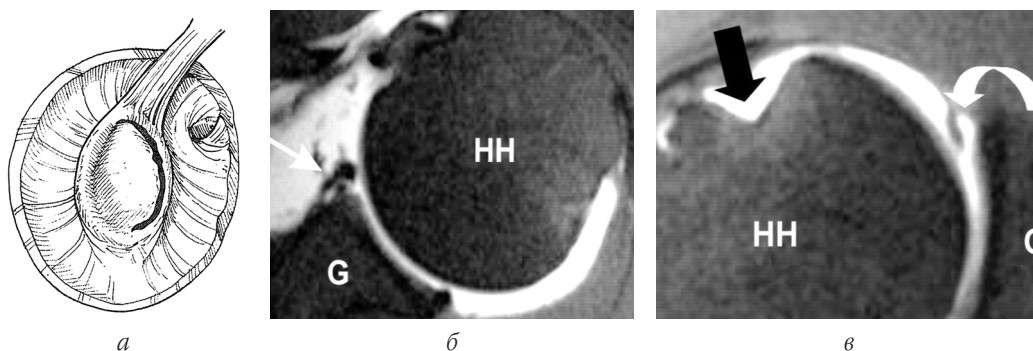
SLAP-пошкодження, *тип V*: *а* – сагітальний вигляд; *б* – МРТ, коронарна проекція; *в* – МРТ, аксіальна проекція (стрілками вказано пошкодження Банкарта (*б*), перелом Hill-Sachs та пошкодження ВЧ СГ лопатки (*в*))
